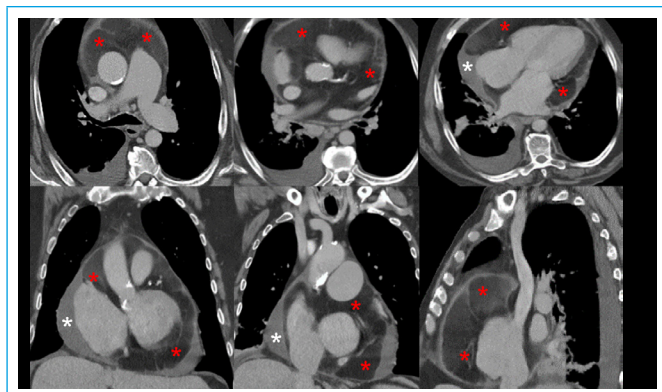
TC toracoabdominal en las horas previas a la inestabilidad hemodinámica que muestra abundante grasa epicárdica de hasta 4,3 cm de grosor (asteriscos rojos), engrosamiento pericárdico inespecífico y derrame pericárdico localizado (asteriscos blancos)
